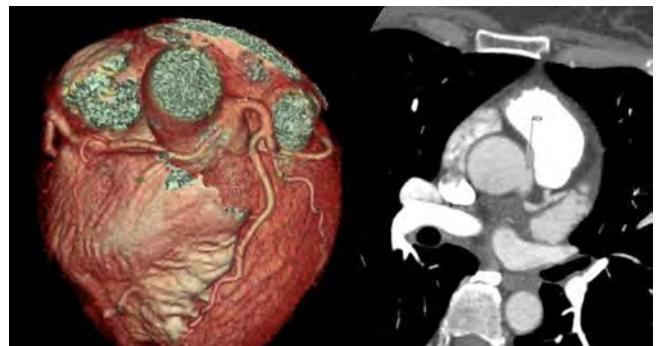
In the coronary CT angiography, the RCA was observed to originate from the left sinus of Valsalva with a separate ostium from the LMCA, and to course between the aorta and pulmonary artery (a,b).
